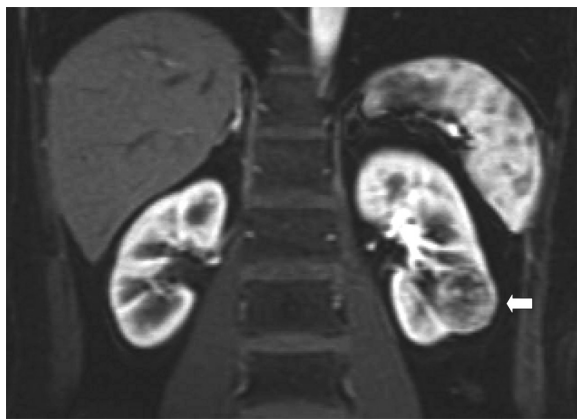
Abdominal enhanced magnetic resonance imaging revealed a left renal tumor, same finding as obtained by computed tomography.
